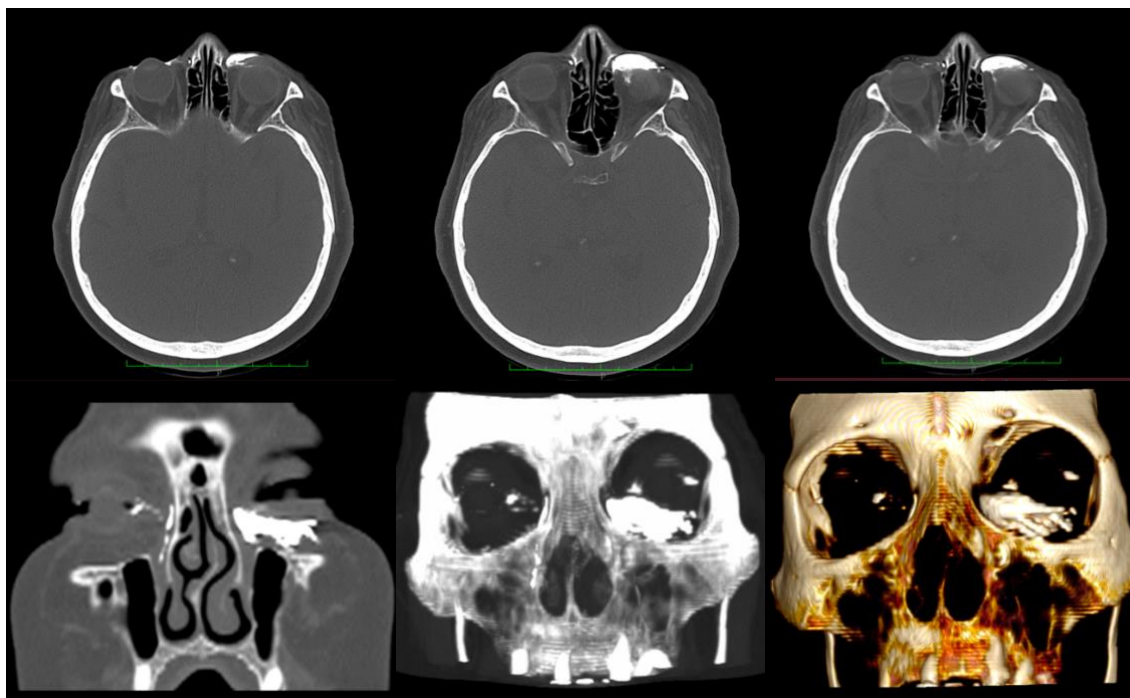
МСКТ орбит пациента Е., 68 лет, методика КТ-дакриоцистографии: аксиальные срезы с шагом и толщиной среза 1/1; 0,55/0,55, MPR в коронарной проекции, MIP, 3D-реконструкции изображений
